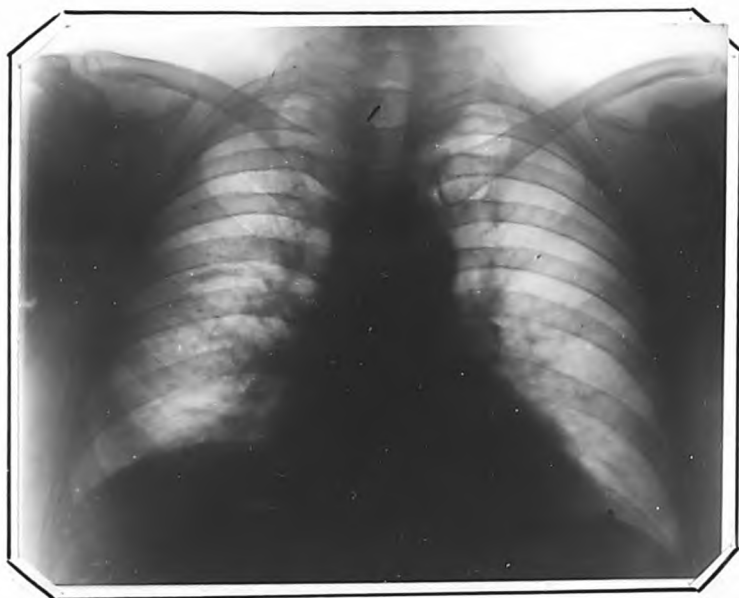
Рентгенограмма того же больного через 6 лет.
